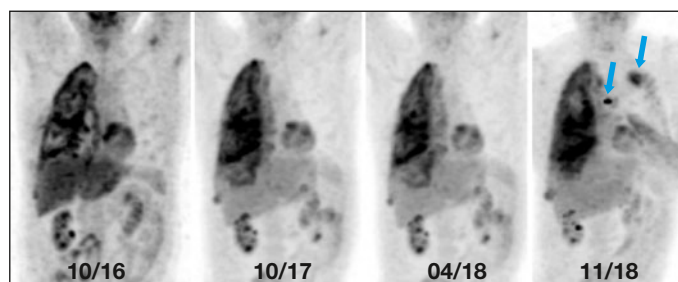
PET-CT zeigt zweijährigen Stillstand des Tumorwachstums, aber leichten Progress im Nov. 2018; Pfeile: Artefakte aus den Armen und Händen
